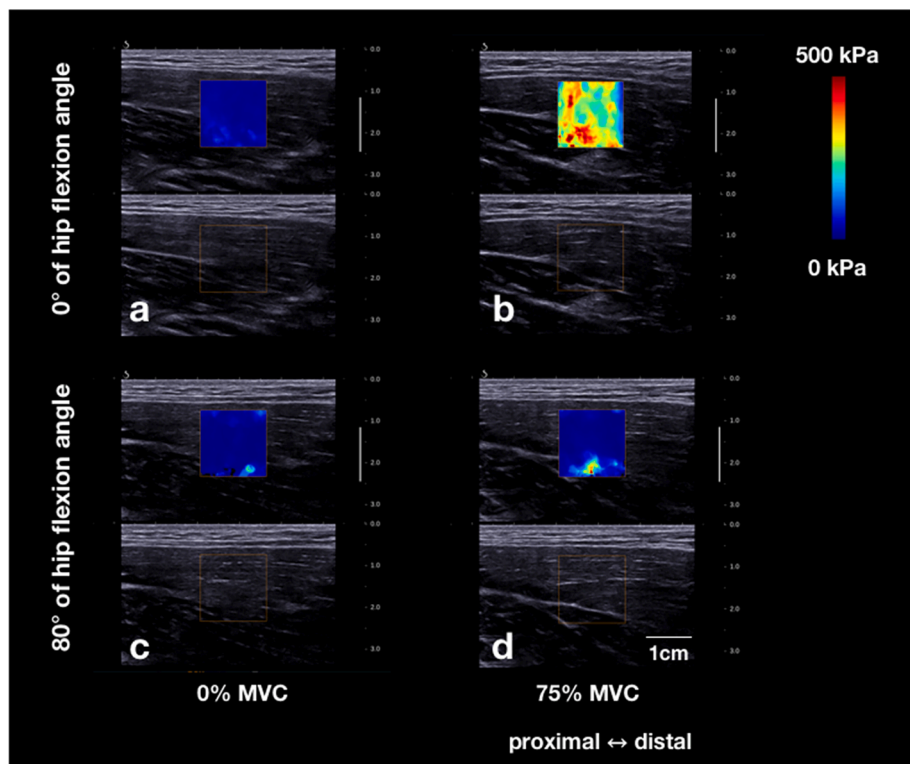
Representative images for the shear modulus measurement of the adductor longus (AL) muscle using shear wave elastography. The figure shows ultrasound B-mode images of the AL muscle at 0° (upper panel) and 80° (lower panel) of hip flexion angles during 0% (a, c) and 75% (b, d) of MVC during hip flexion.
